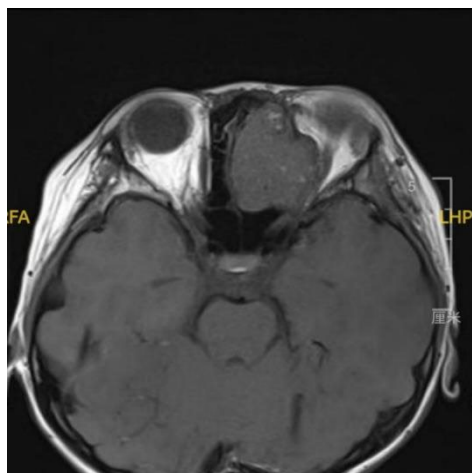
Magnetic resonance T1-Weighted imaging
